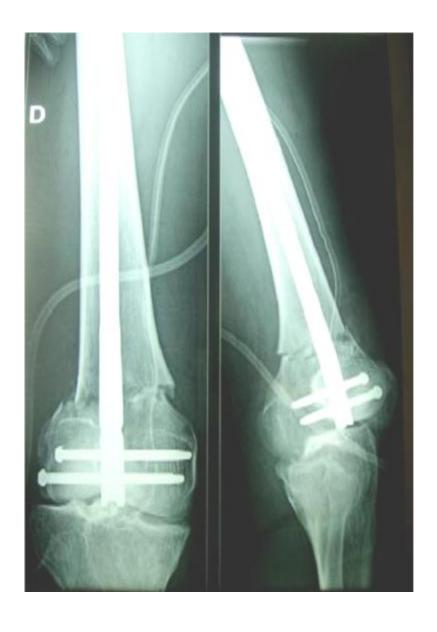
Radiographie postopératoire montrant le clou rétrograde avec double verrouillage distal
